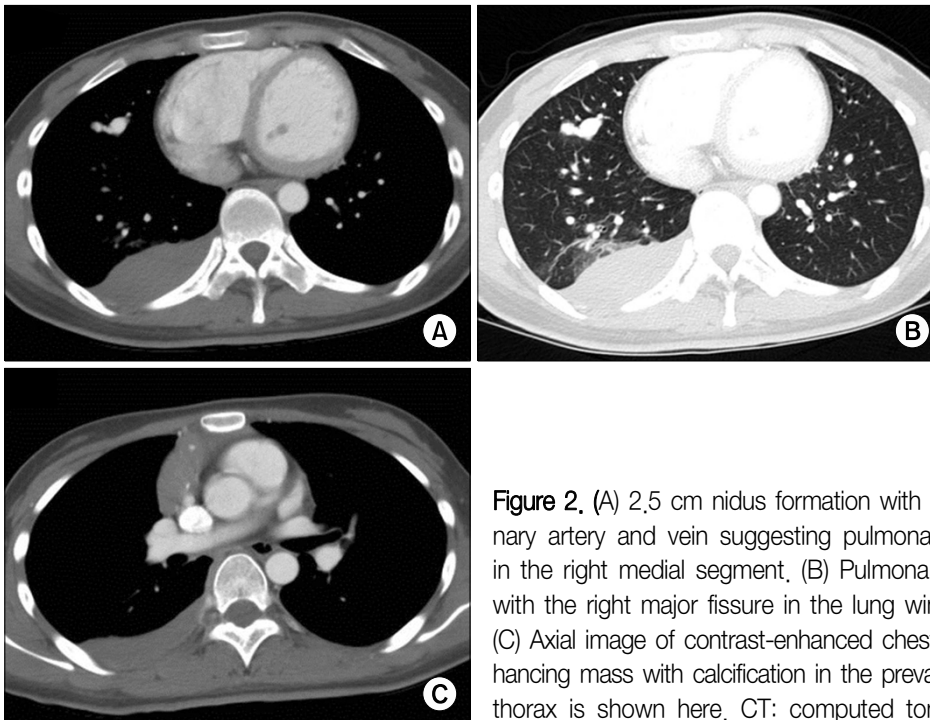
(A) 2.5 cm nidus formation with dilatation of segmental pulmonary artery and vein suggesting pulmonary arteriovenous malformation in the right medial segment. (B) Pulmonary AVM was in broad contact with the right major fissure in the lung window setting of the chest CT. (C) Axial image of contrast-enhanced chest CT showed 4.3×1.8 cm enhancing mass with calcification in the prevascular space. The right hemothorax is shown here. CT: computed tomography.
